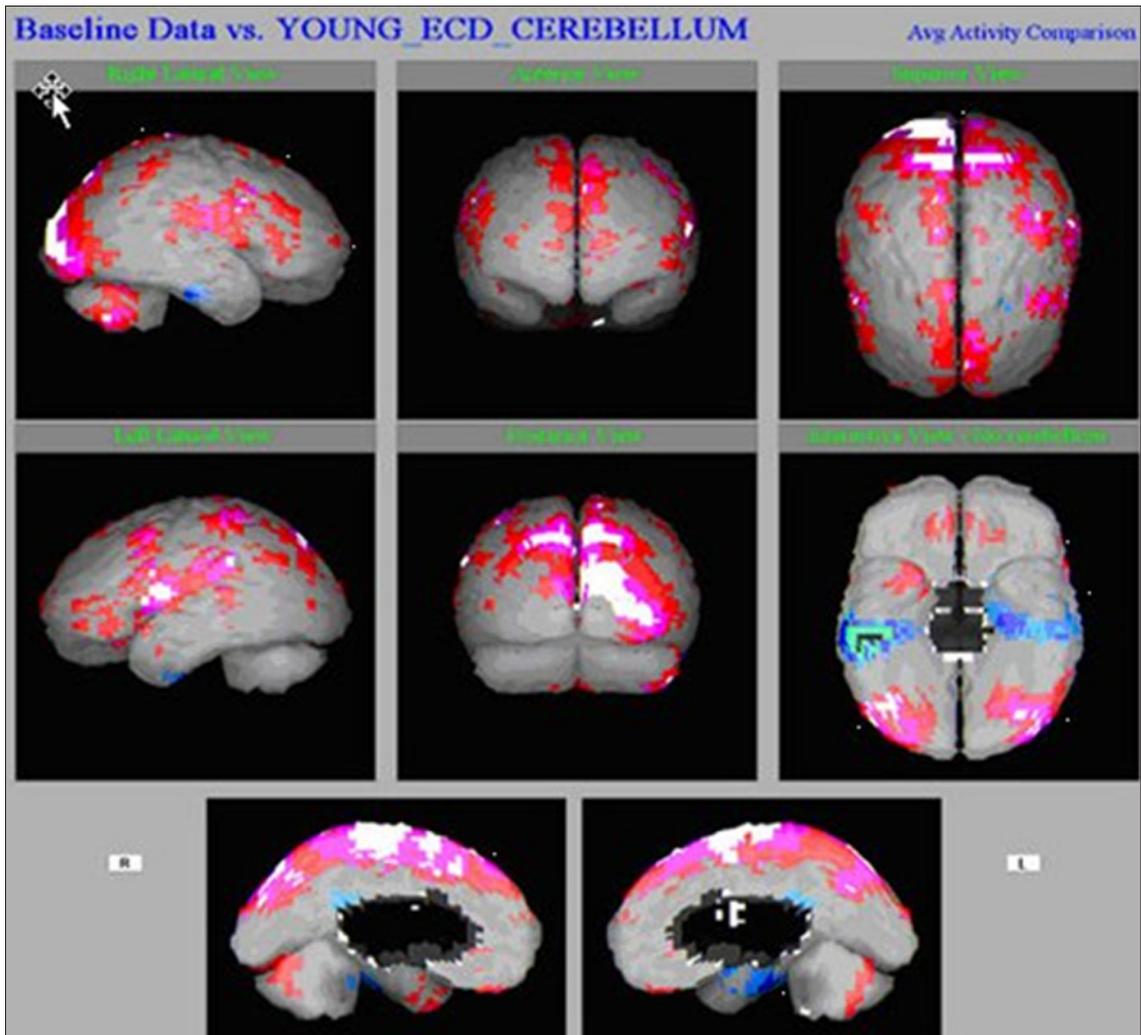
Neuro-SPECT de paciente afectado por TEPT. Se observa una hiper-perfusión generalizada en las áreas fronto-parieto-occipitales con valores mayores a 2 DS.
